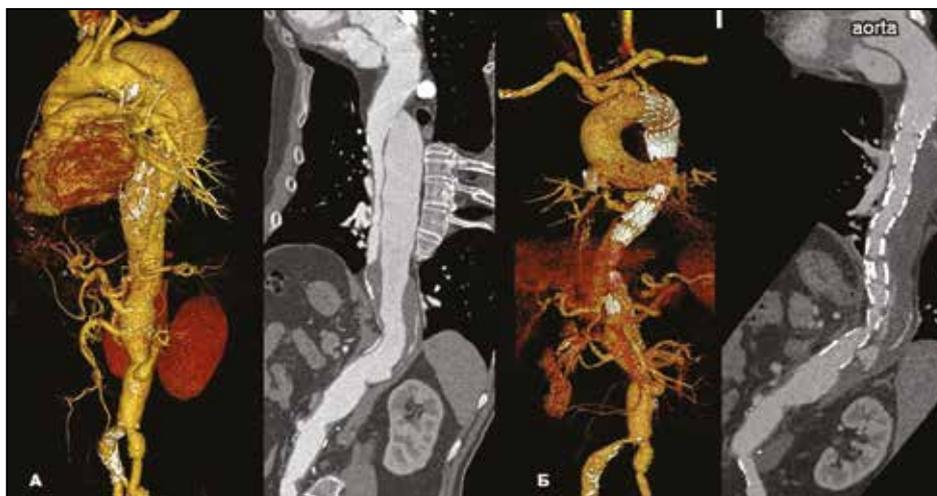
Право-левостороннее подключично-подключично-общесонное шунтирование с последующей эндоваскулярной изоляцией хронического расслоения дуги и нисходящей аорты (тип IIIa по M. DeBakey) двумя стент-графтами в зону 1. А – мультиспиральная компьютерная томография (МСКТ) до операции; Б – МСКТ после гибридного вмешательства
